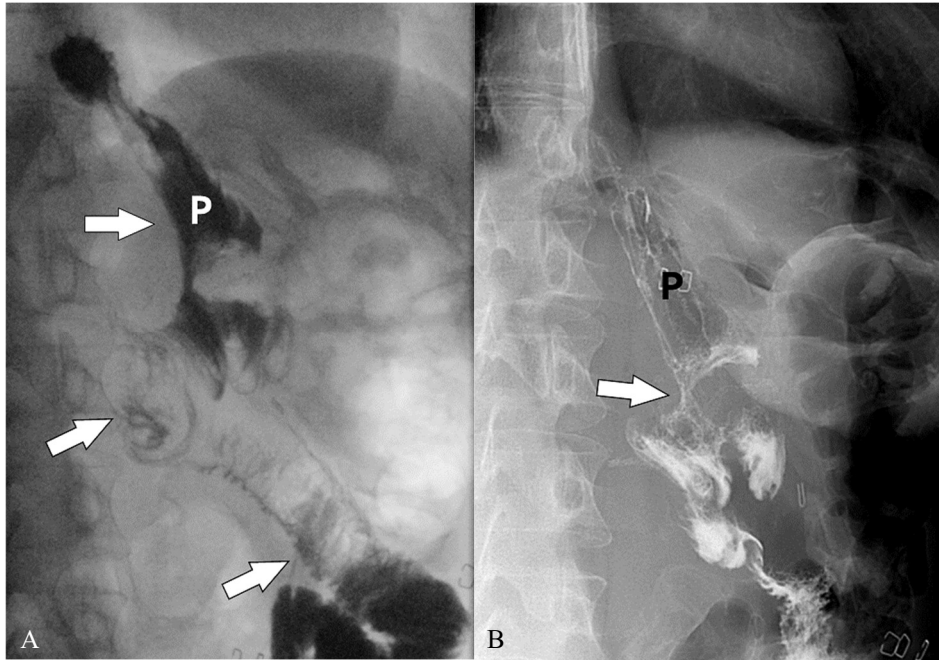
Anastomosenstriktur. A: Das Ösophagus-Magen-Röntgen mit oralem Kontrastmittel zeigt die Passage des KM aus dem Magenpouch (P) in die abführende Jejunumschlinge (Pfeile). B: Allerdings besteht eine ausgeprägte Engstelle (narbige Striktur) an der Anastomose (Pfeil). Die Patientin war 3 Monate davor wegen eines perforierten Ulcus an der Anastomose notoperiert worden.
